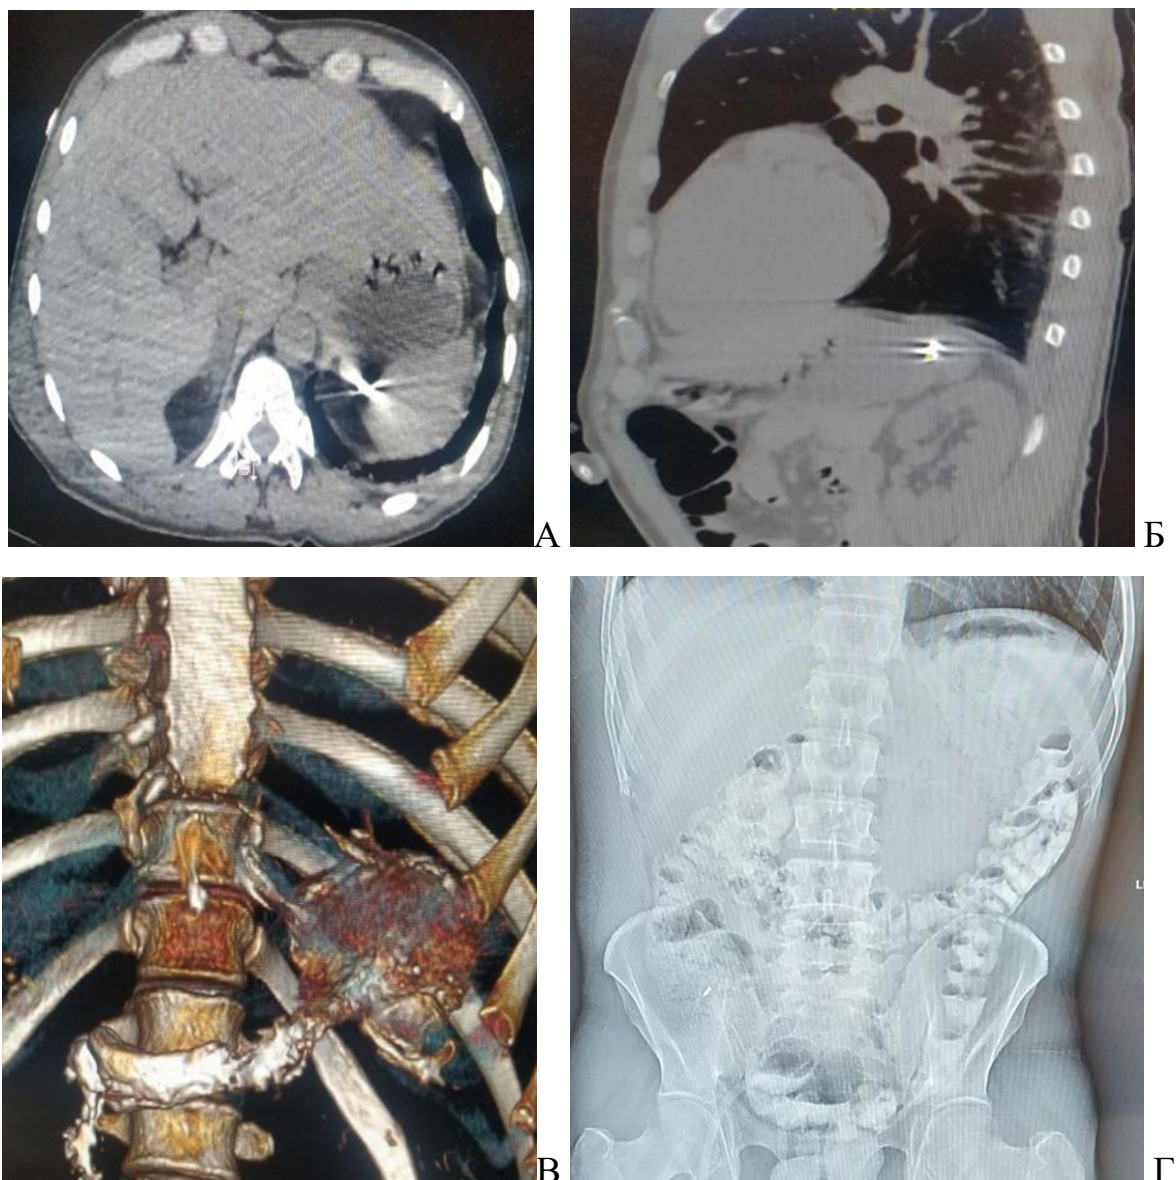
МСКТ грудей та живота в першу добу з моменту поранення лицьового черепа з міграцією СТ (металевого осколка) по ШКТ: металевий осколок в просвіті шлунка: А – аксіальна проекція; Б – сагітальна проекція; В -3D реконструкція з контрастуванням шлунку; Г – оглядова рентгенографія органів черевної порпожнини через 2 доби після поранення, пряма проекція, СТ (металевий осколок) відсутній.
